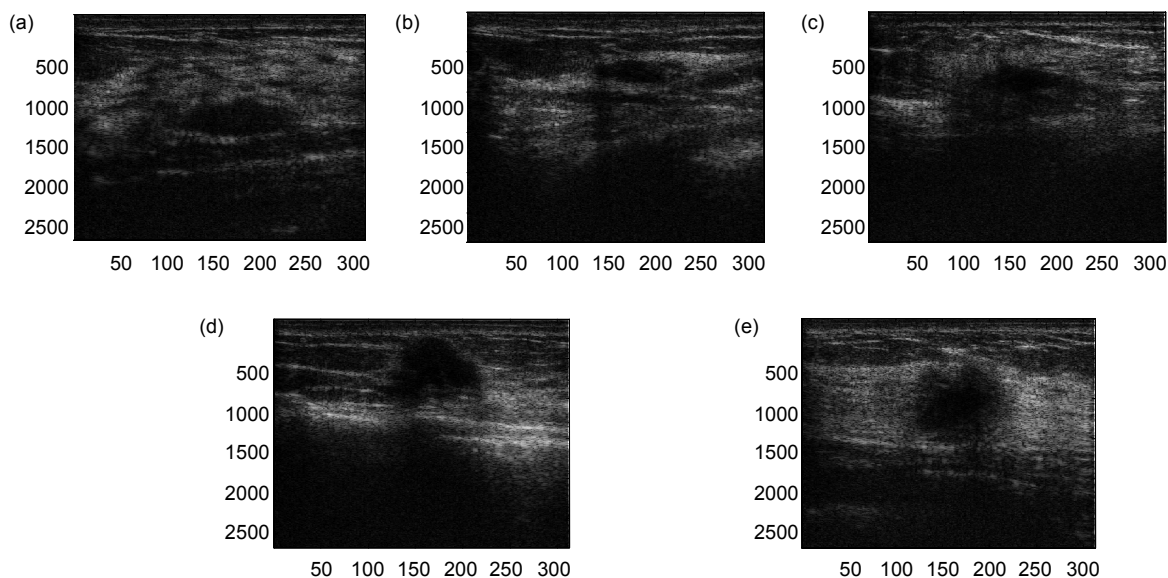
不同分级的乳腺超声 RF 数据。(a) 3 级; (b) 4A 级; (c) 4B 级; (d) 4C 级; (e) 5 级
